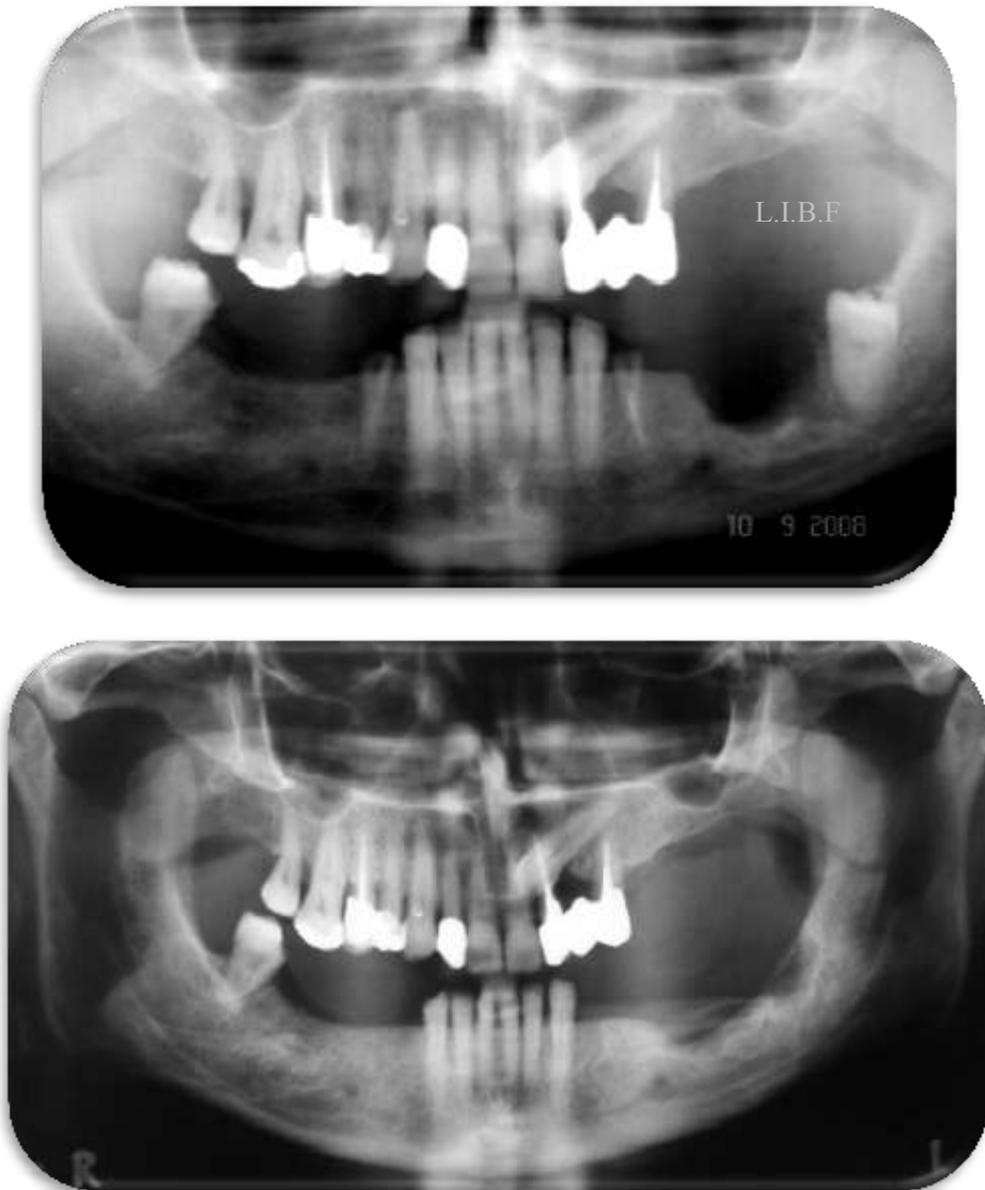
Radiografía panorámica preoperatoria y de control 1 año después de la exodoncia.
